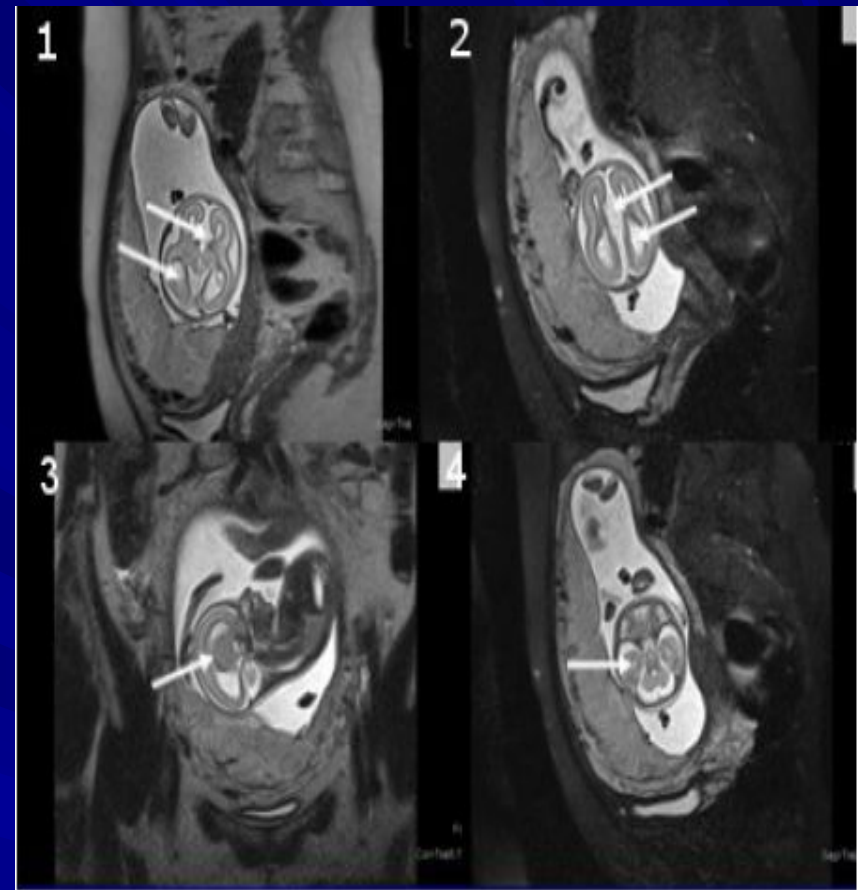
Вагітність, 20-21 тиждень. МРТ-ознаки агенезії мозолистого тіла (1, 2 — аксіальні проекції, верхні стрілки, 3 — сагітальна проекція, стрілка), вентрикуломегалії (1, 2 — аксіальні проекції, нижні стрілки, 4 — корональна проекція, стрілка).
